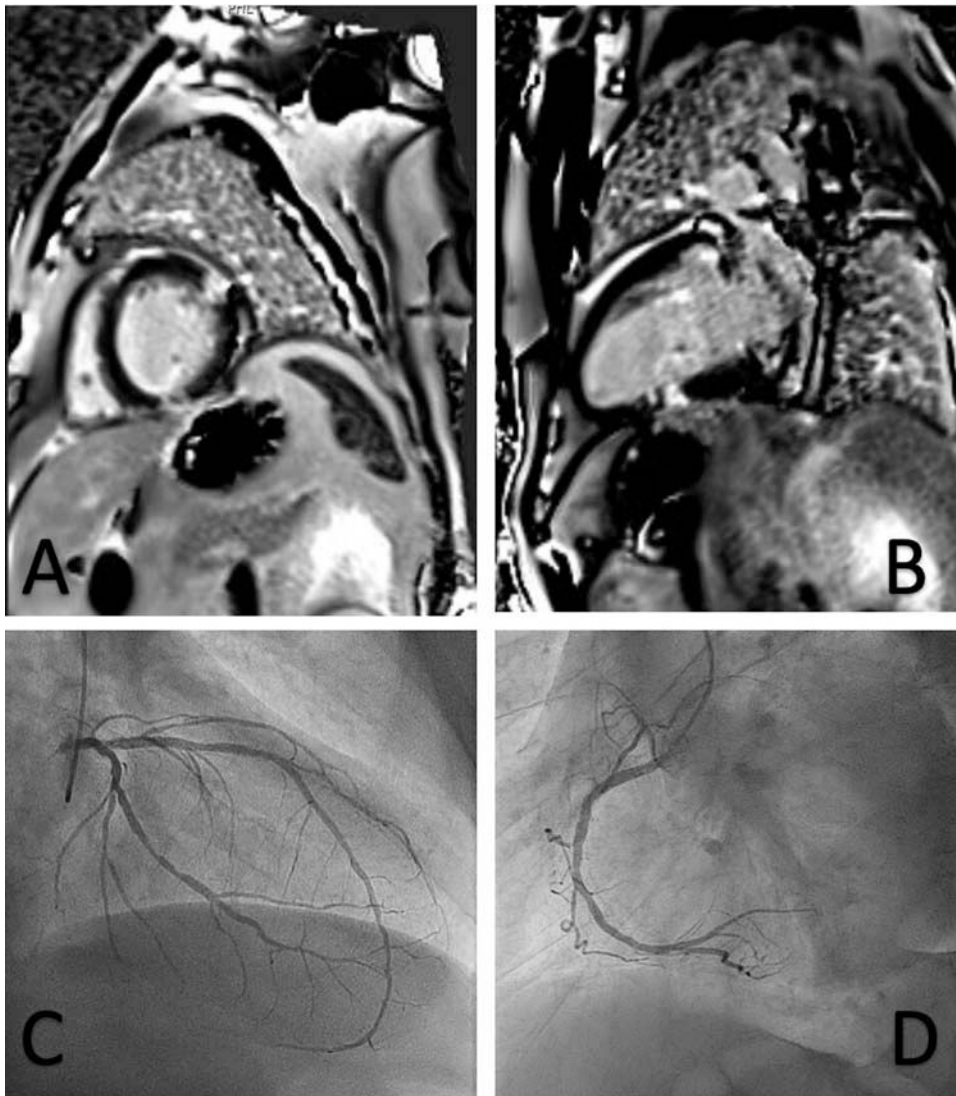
A: cardiorresonancia magnética, eje corto. B: cardiorresonancia magnética, eje largo. C: coronariografía izquierda. D: coronariografía derecha.
